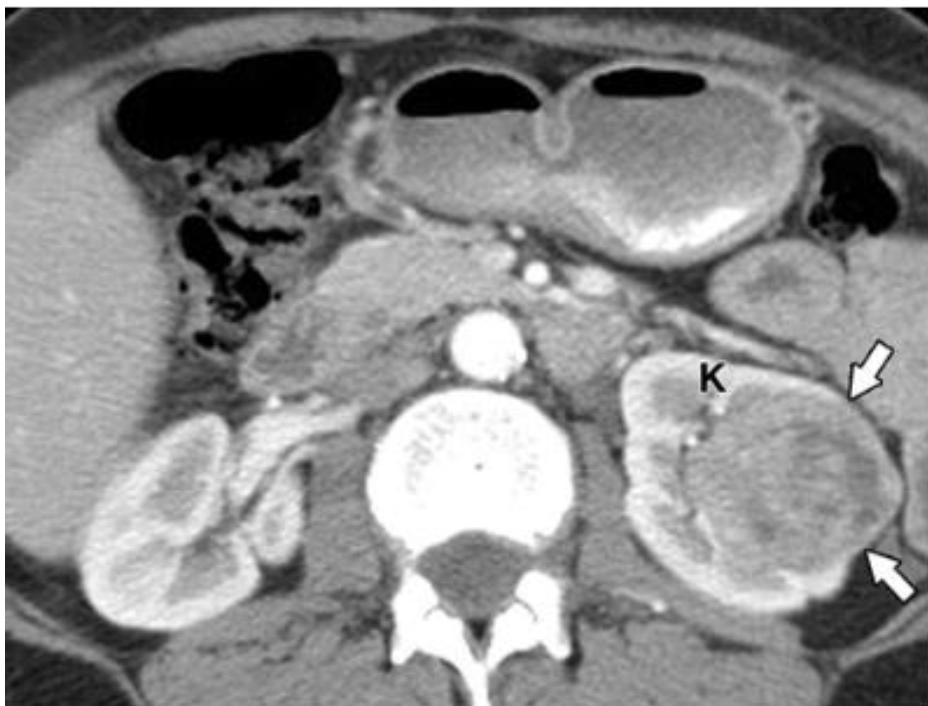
TDM C+ d'une femme de 60 ans souffrant d'hématurie montre une masse solide hypoatténuante et expansible (flèches) dans le rein gauche. La néphrectomie radicale a montré que la masse était un adénome métanéphrique. K = rein.
